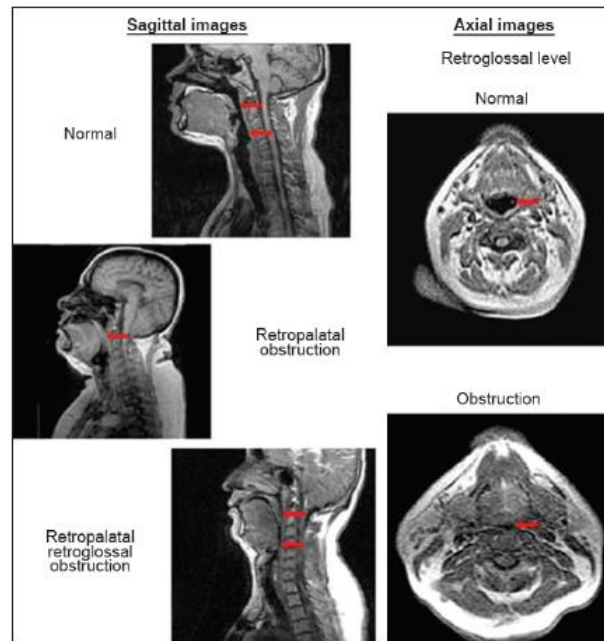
IRM dynamique (299).
